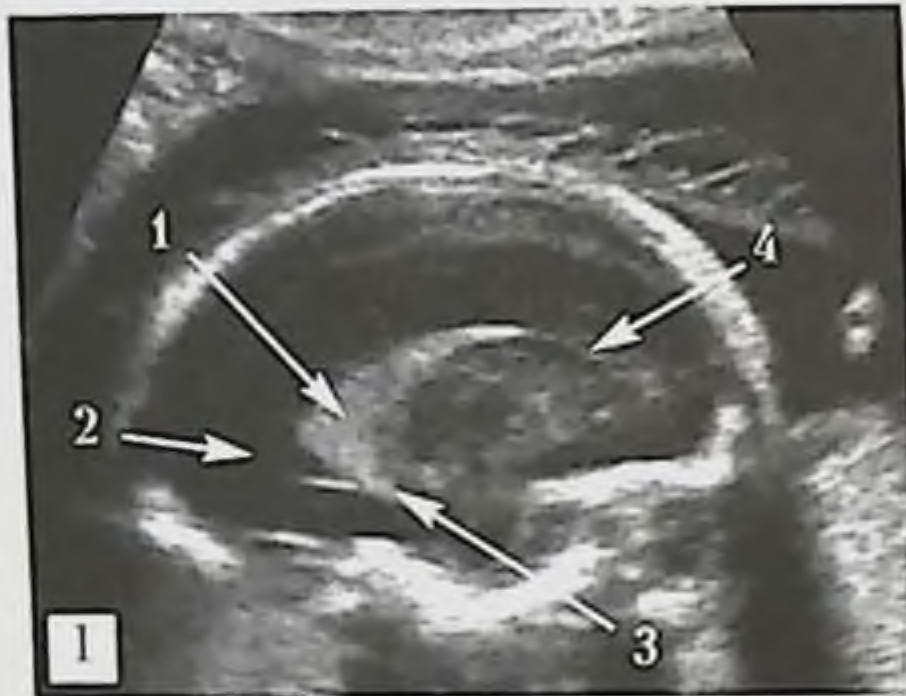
УЗИ головы плода. Различные варианты доступов для получения эхограмм головы плода в сагиттальной плоскости: 1 — со стороны стреловидного шва при вертикальном расположении (22 нед гестации), 2 — со стороны метопического шва (34 нед гестации), 3 — со стороны затылочной кости (32 нед гестации), стрелкой указано мозолистое тело; а, б, в — схемы расположения датчика, головы плода и ориентации плоскости сканирования.
